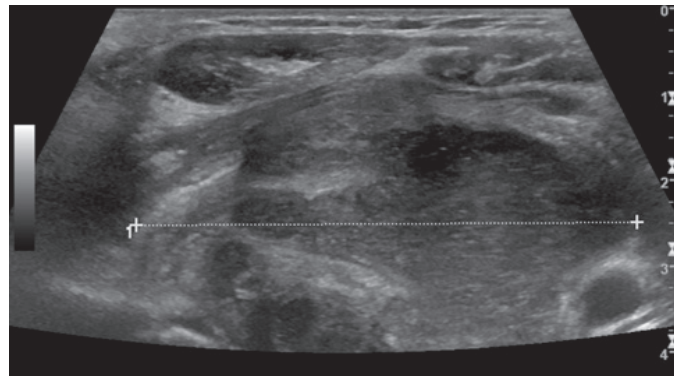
Ecografia cervical
